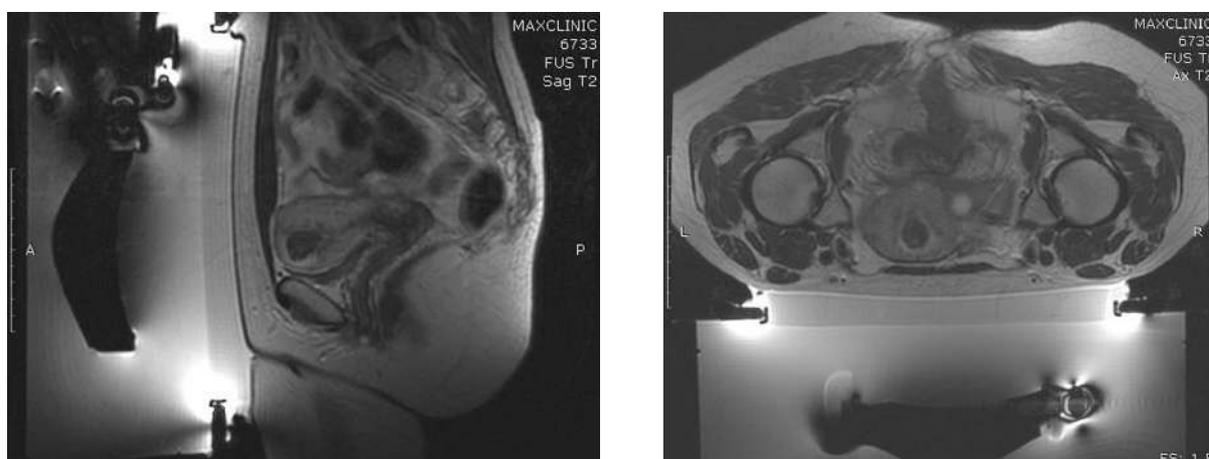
Данные МРТ ОМТ во время ФУЗ-абляции миомы матки
